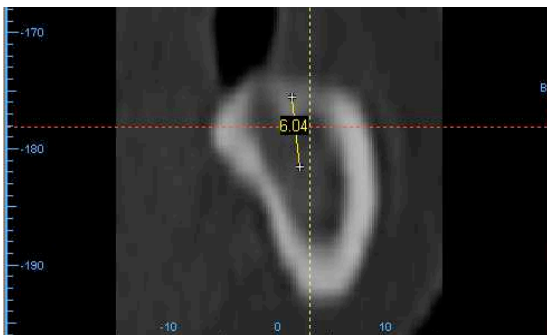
компьютерная томограмма области 46 до реконструкции альвеолярной части
